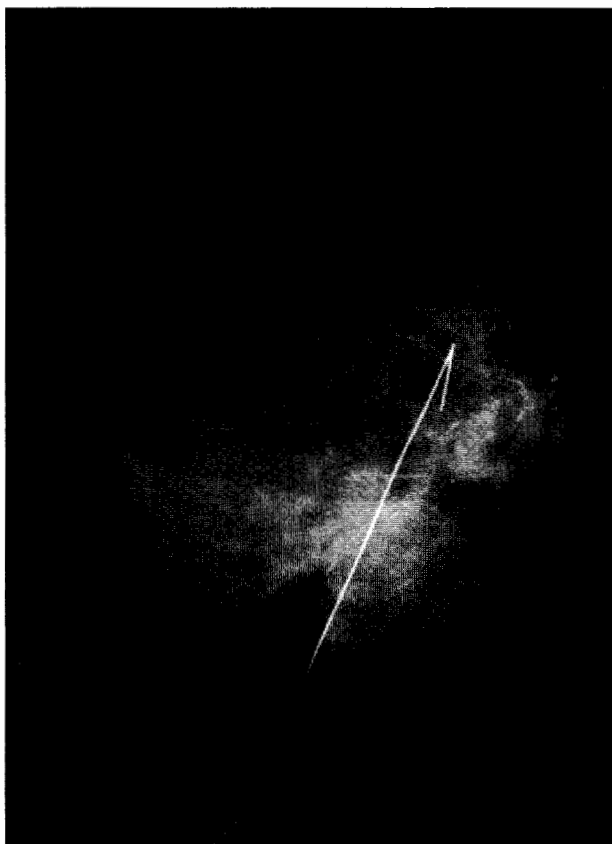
Radiografía de pieza quirúrgica marcada con arpón-guía en la cual identificamos múltiples calcificaciones lineales ductales. El caso corresponde a un carcinoma ductal infiltrante.
